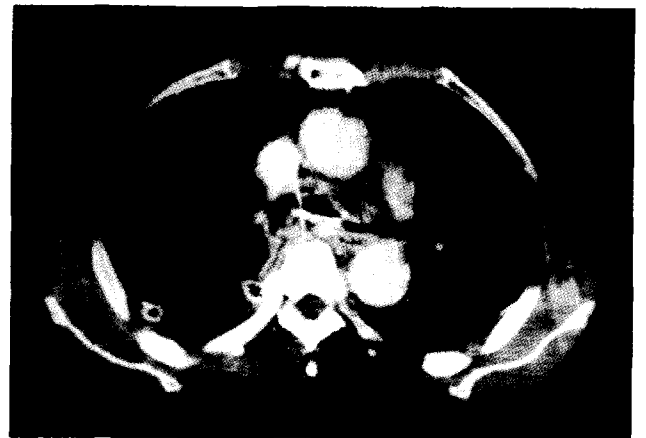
Chest tomographic scan revealing location of chest tubes after first operation, which was ineffective in draining the inflammatory visceral mediastinum.
